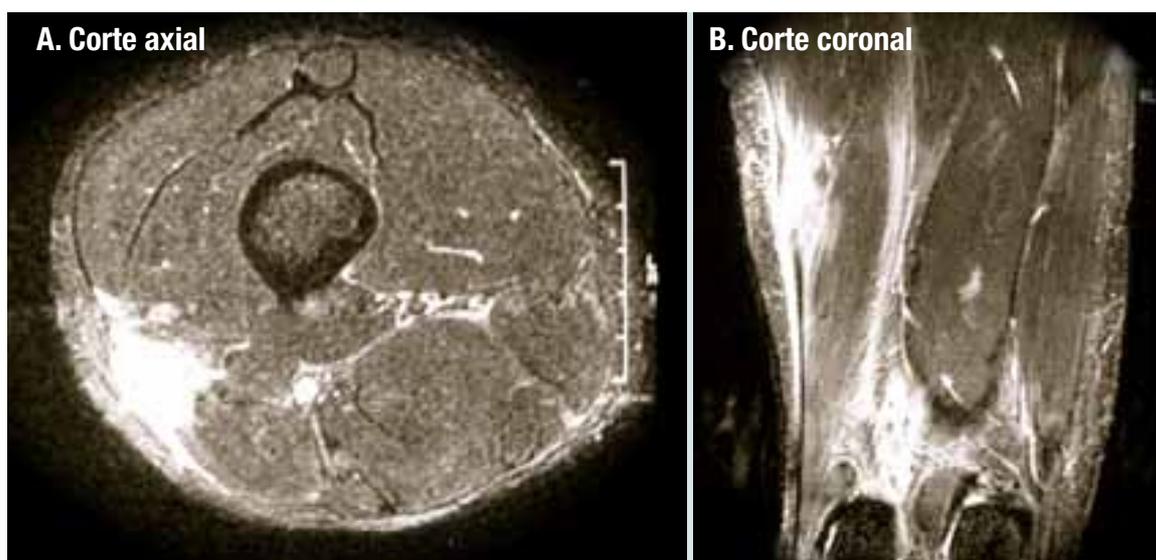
Ressonância magnética da coxa com imagem em hipersinal em T2 identificando lesão muscular do bíceps da coxa.
